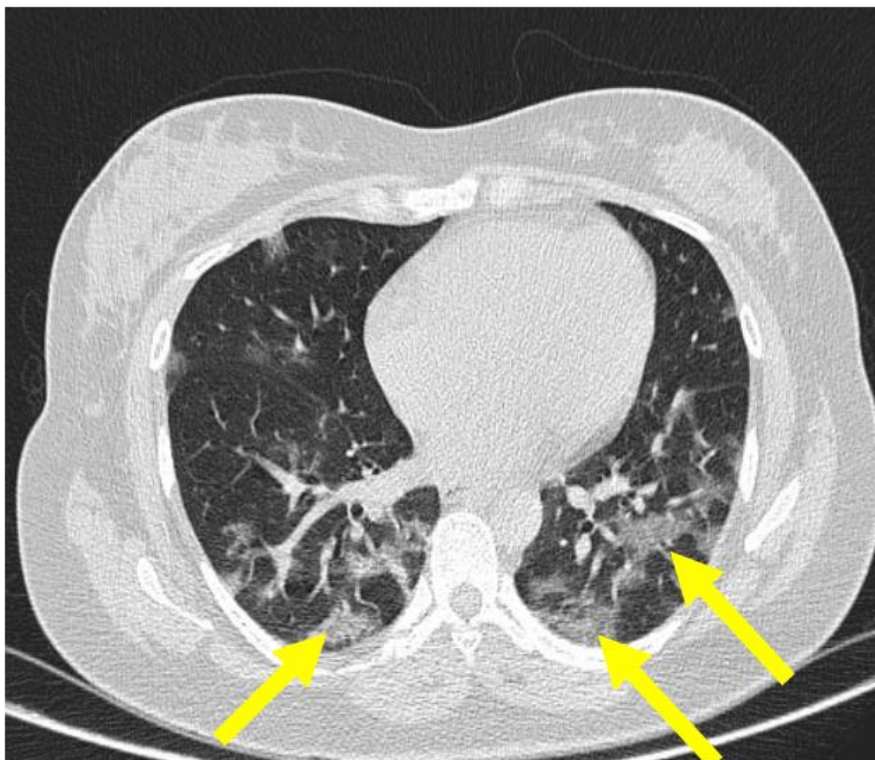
Tomografia de tórax com vidro fosco
